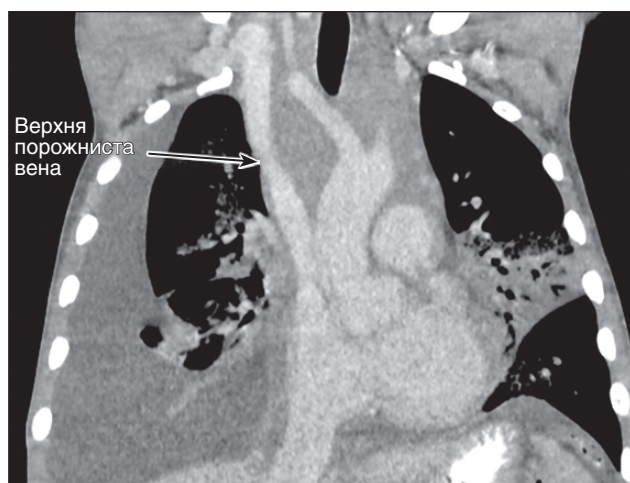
Результати мультиспіральної комп'ютерної томографії із зміщенням середостіння
